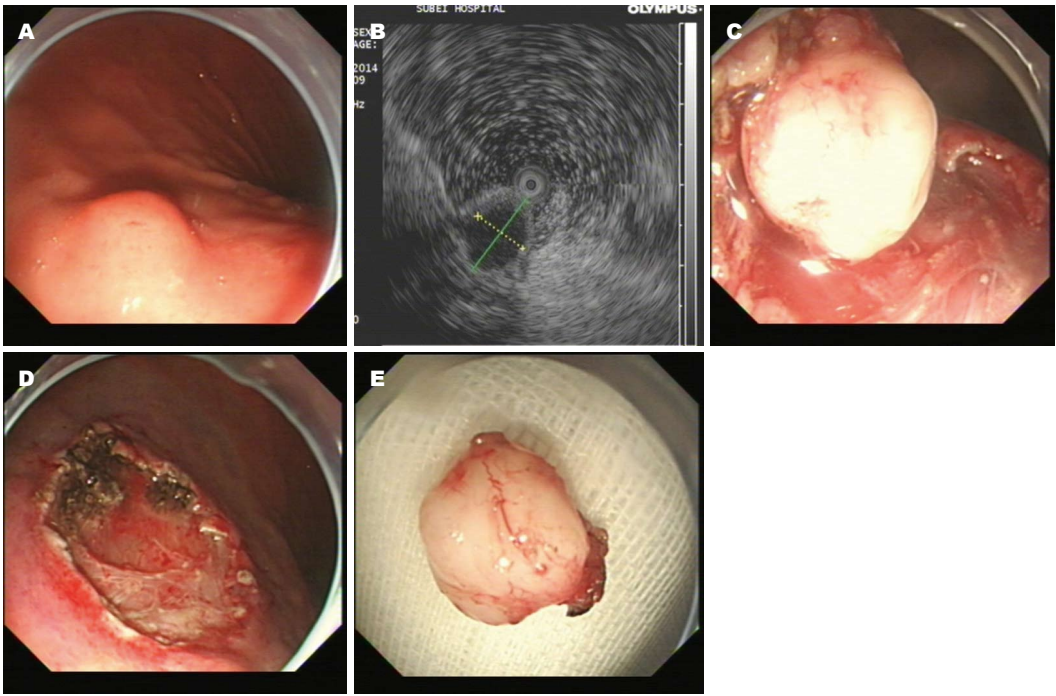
胃体平滑肌瘤超声检查、ESD手术情况. A: 胃镜示胃体黏膜下隆起性病变; B: 超声内镜示病变起源于固有肌层; C: 剥离瘤体; D: 剥离后的创面; E: 剥离后的瘤体. ESD: 内镜黏膜下剥离术.
